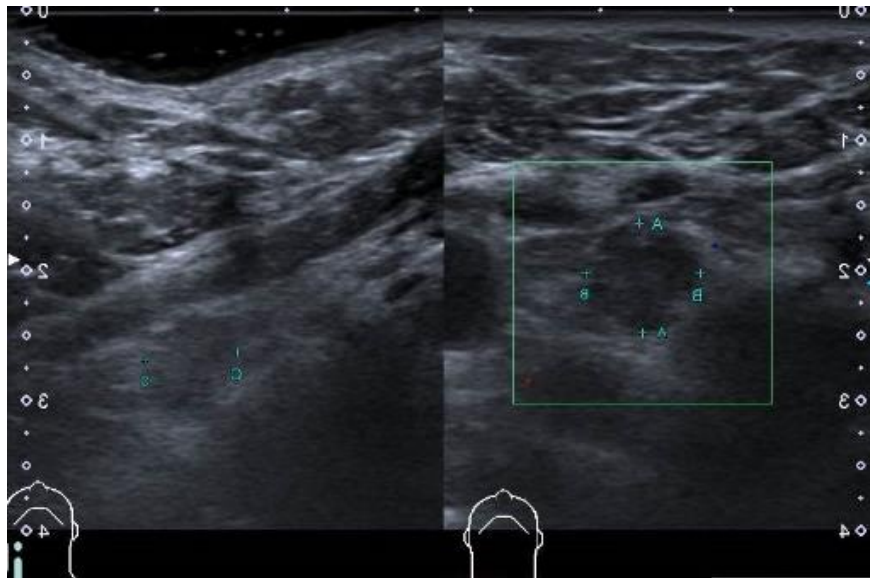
2 Ultrasound shows an irregular hypoechoic nodule (lymph node) at the inferior most area of the left thyroid bed, about 0.8×0.9×0.7 cm, which was suspected to be a recurrent tumor
